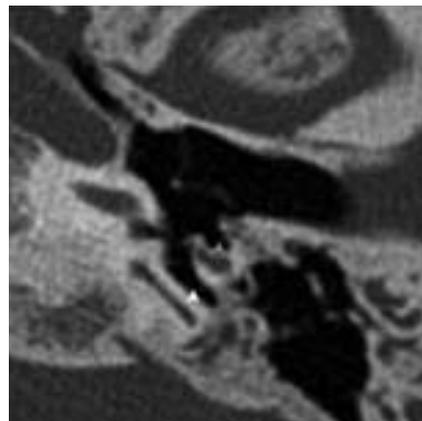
La scansione assiale TC mostra il normale aspetto delle cavità del muro posteriore dell'orecchio medio. Il recesso del facciale (freccia grigia) giace lateralmente al seno timpanico (freccia bianca).
